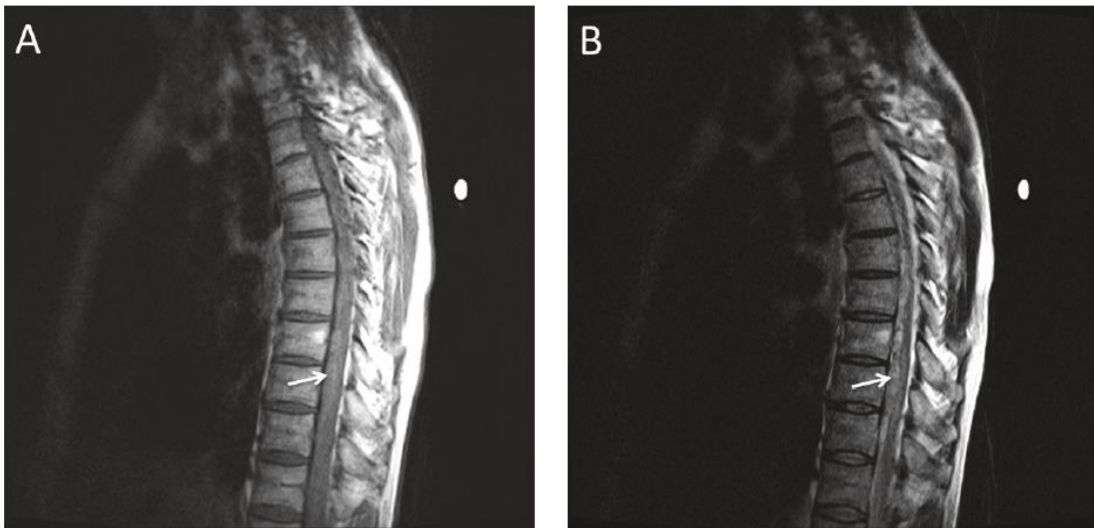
MRI σε ασθενή με αυτόματο επισκληρίδιο αιμάτωμα νωτιαίου μυελού λόγω αρτηριοφλεβώδους συριγγίου
